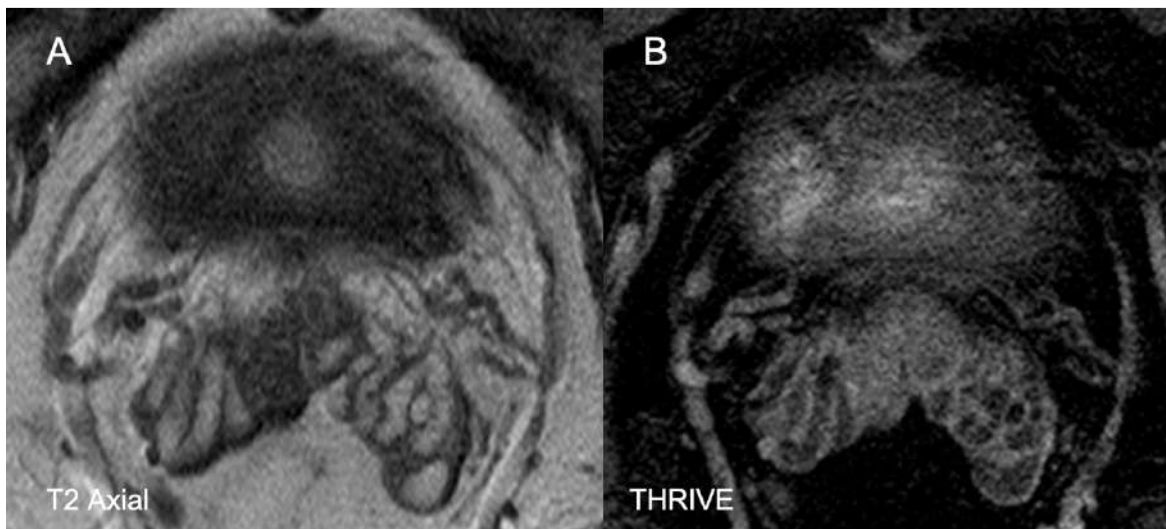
Exemple d'infiltració tumoral de vesícules seminals. Imatges axials ponderades en T2 que mostren ocupació i obliteració de la llum vesicular per component de baixa senyal corresponent a tumor. La seqüència THRIVE mostra ocupació tumoral captant de la llum vesicular bilateral, de predomini esquerra. Imatge de RM Difusió amb factors b1000, b2000 i b3000 que mostren l'augment progressiu del senyal, fonamentalment de la vesícula seminal esquerra, per augment de la cel·lularitat, de caràcter tumoral.
